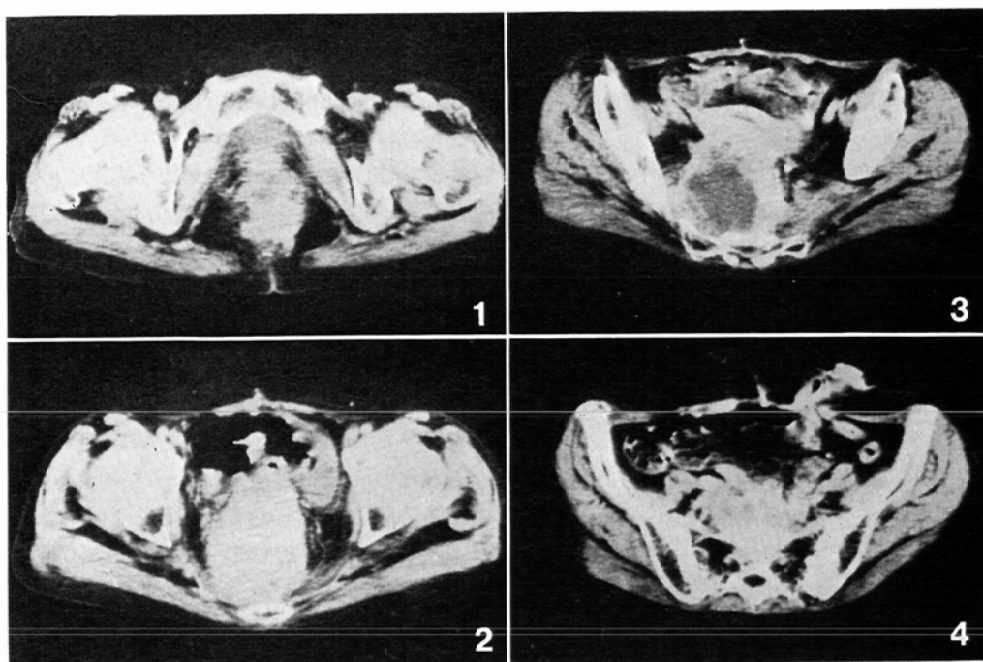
Enhanced CT of a patient with recurrence of rectal cancer after a surgical operation.
